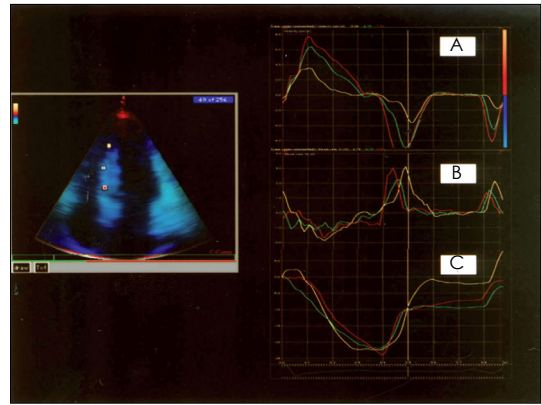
Color tissue Doppler echocardiography in normal septum. A : quantitative Doppler tissue velocity, B : strain rate, C : strain. Red color : basal septum, blue color : mid septum, yellow color : apical septum.
